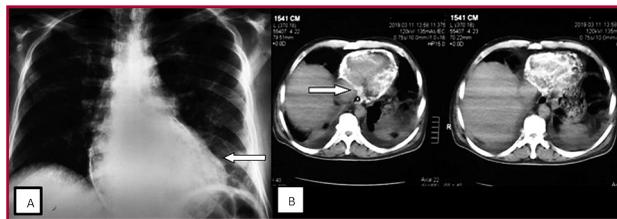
A) radiografía tórax. B) tomografía de tórax con calcificación difusa del pericardio. Las flechas blancas señalan la calcificación
